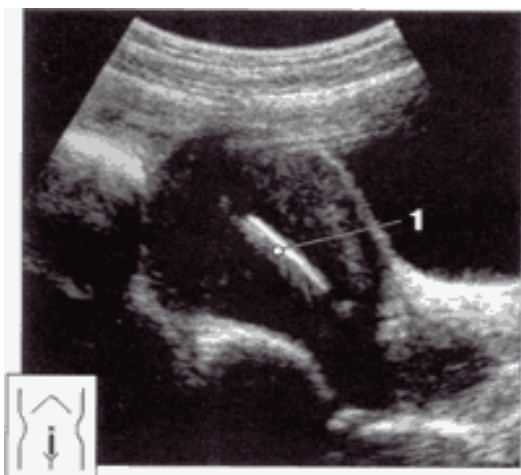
ВМК (1) при УЗИ
